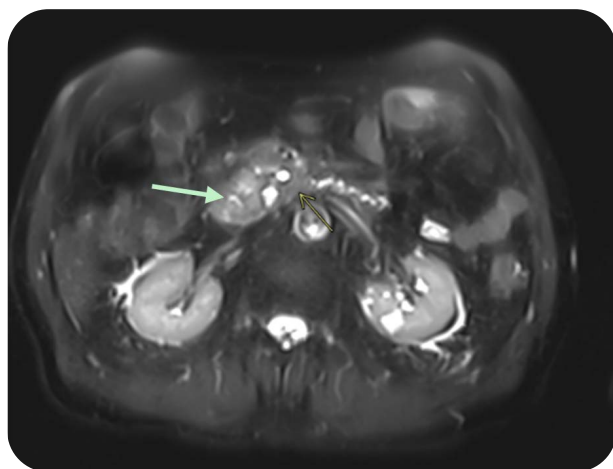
Colangiograma RMN: (flecha) Edema en cabeza pancreática (flecha) compatible con pancreatitis neoplásica.
